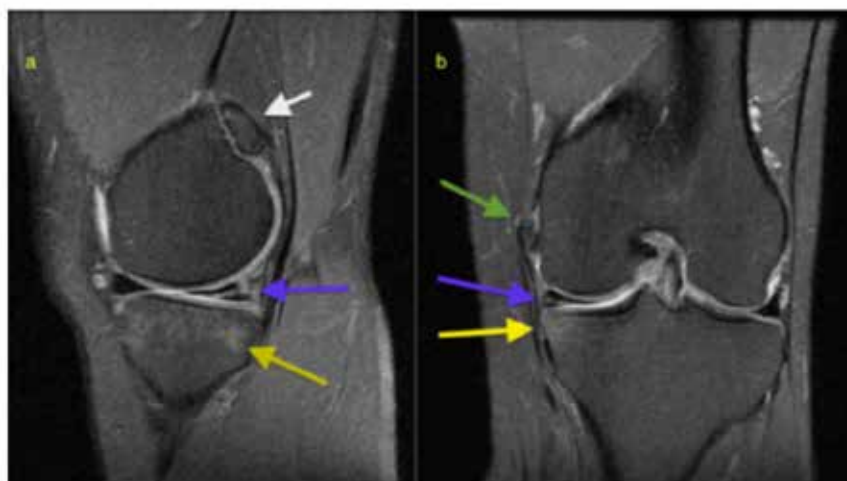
Resonancia Magnética de la Rodilla. Corte sagital(a): (flecha blanca) osteocondroma; (flecha azul) rotura del menisco medial; (flecha amarilla) edema óseo en la meseta tibial medial; corte coronal (b): (flecha verde) foco calcificado y rotura proximal del ligamento colateral medial.
